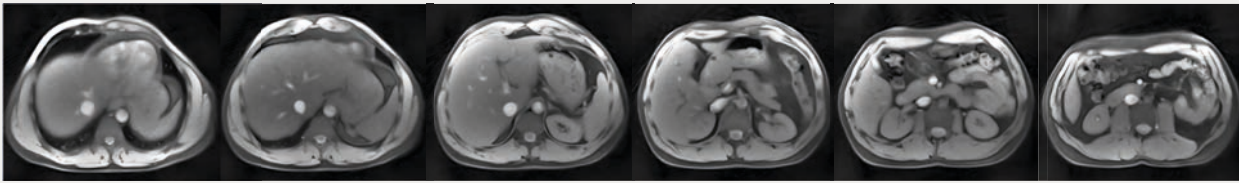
Mittels Echtzeit-MRT lässt sich die Leber ohne Bewegungsempfindlichkeit mit einer zeitlichen Auflösung von 50 ms und einer Gesamtmesszeit von sechs Sekunden für 120 überlappende Schichtbilder abbilden (6 mm Dicke, 1,5 mm Vorschub pro Bild, 180 mm Volumen). Die ausgewählten Aufnahmen entsprechen jedem 20. Bild der Echtzeit-MRT-Serie, die bei freier Atmung vom Herzen (links) über die Leber bis zu den Nieren (rechts) gemessen wurden. Große Gefäße wie die Aorta und Vena Cava, welche die Bildebene kreuzen, erscheinen hell.
